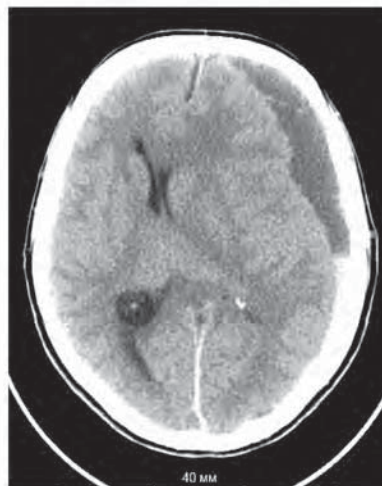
МСКТ-снимок пациента с хронической субдуральной гематомой левой гемисферы (в затылочной области видны следы свежей крови)
